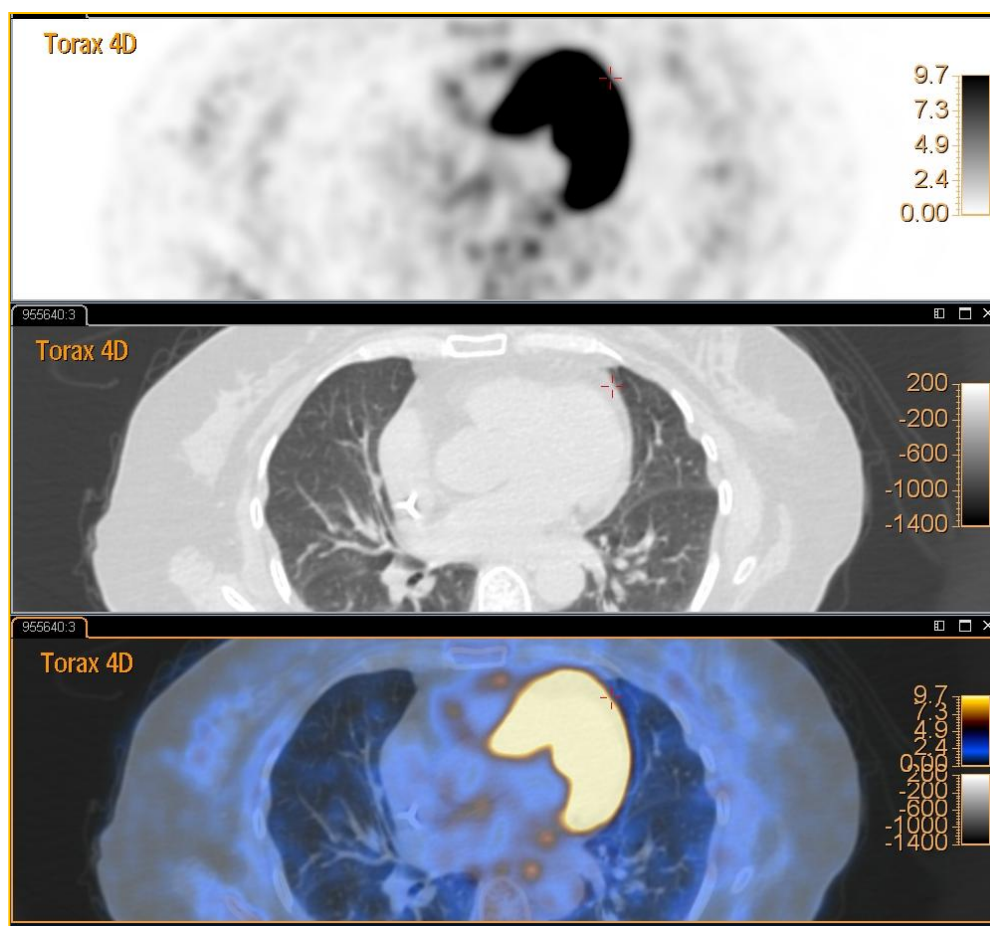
Imagens PET, CT e fusão PET-CT do Tórax adquirido em 4D Gated Prospectivo.
